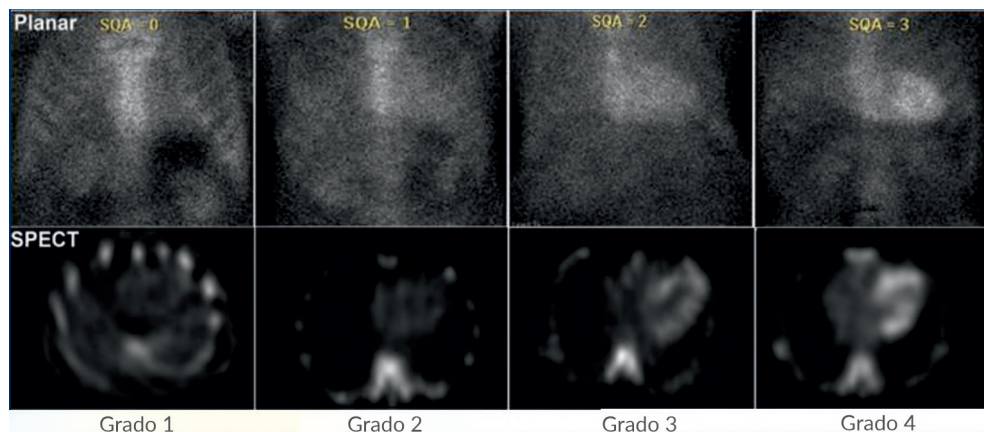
Clasificación por grados de la captación de ^{99m}Tc -PYP en imágenes planares y SPECT. Fuente: Tomado de Puntos Prácticos publicados por la Asociación Americana de Cardiología Nuclear (ASNC).
